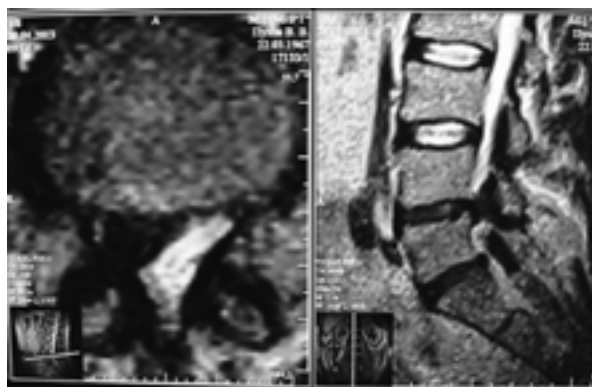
МРТ перед операцией. Парамедианно-субартикулярная грыжа МПД L4-5
